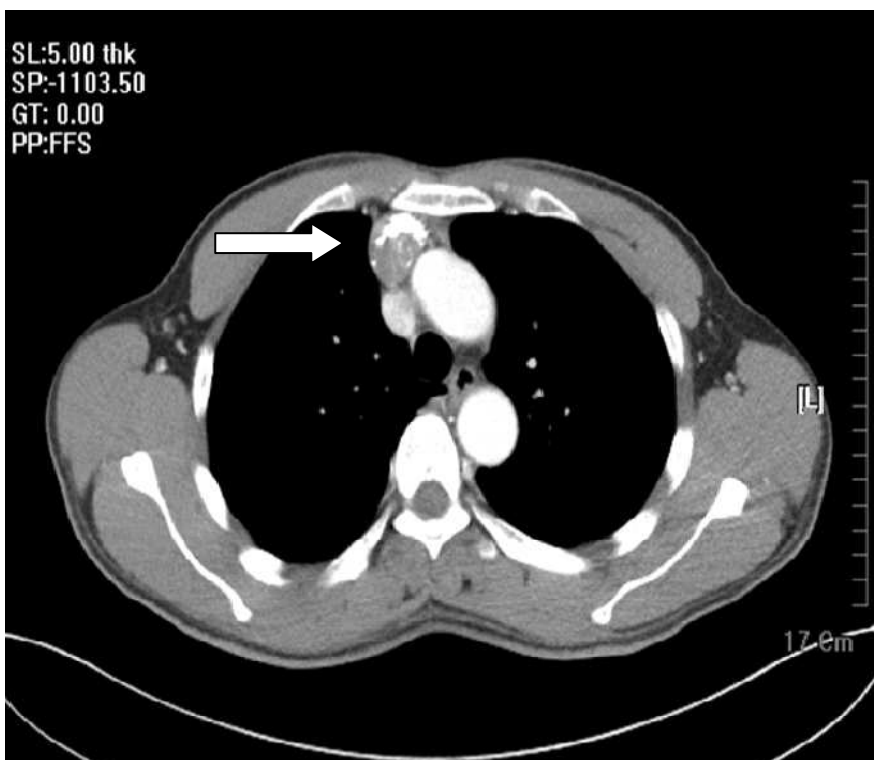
TDM thoracique objectivant une masse du médiastin antérieur calcifiée. [13]
